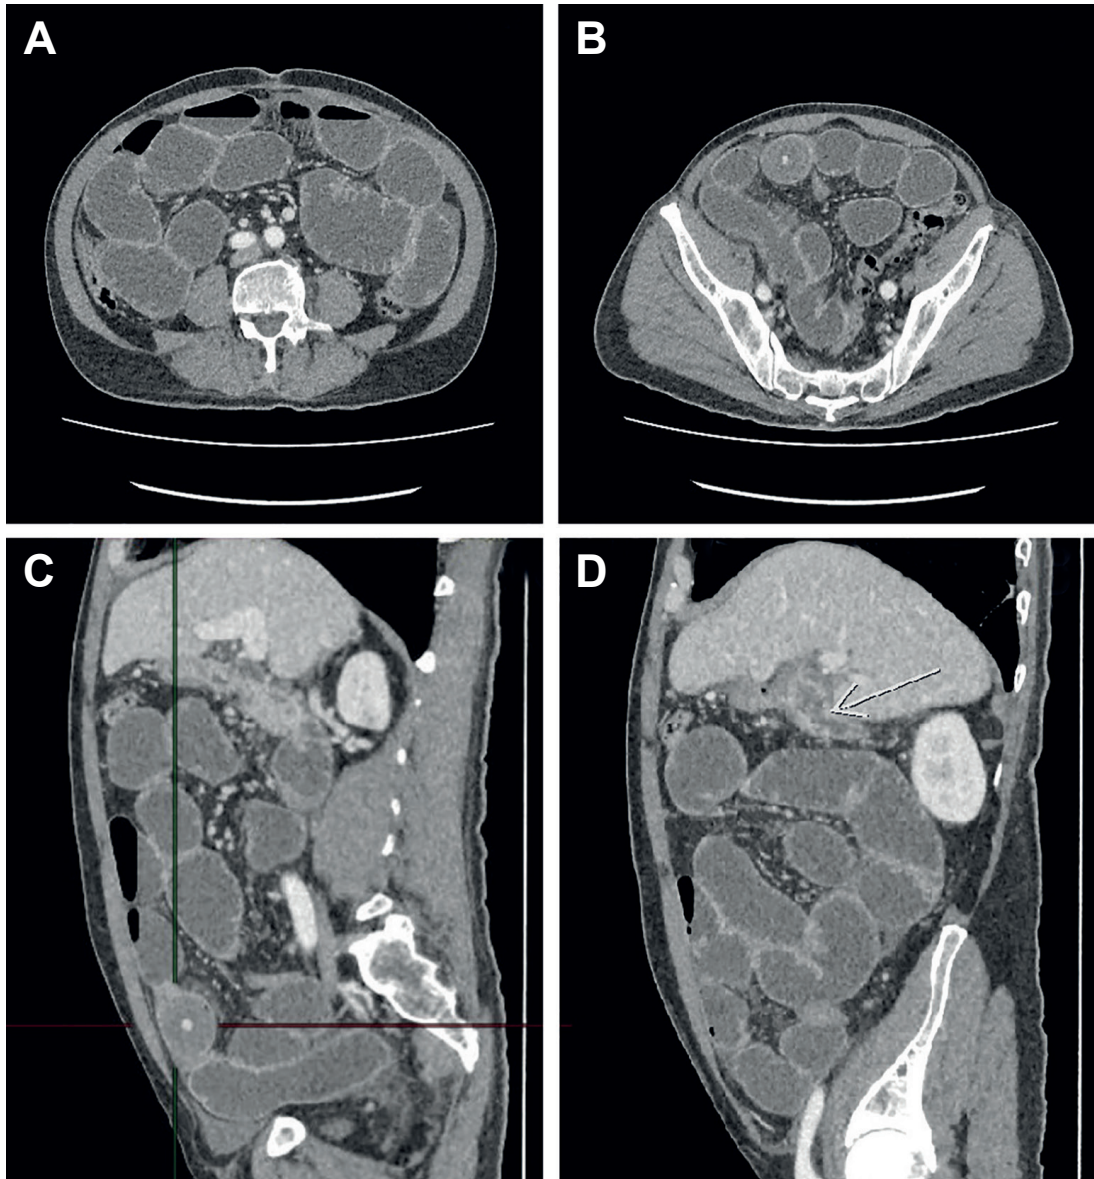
Imágenes de la tomografía computarizada de abdomen y pelvis. A. Dilatación difusa de asas intestinales delgadas de hasta 4,8 cm, sin signos de sufrimiento de asa ni neumoperitoneo. B. Zona de transición en el tercio distal del íleon; se aprecia imagen redondeada que corresponde al cálculo que ocluye la luz intestinal. C. Proyección lateral donde las líneas señalan la ubicación del cálculo que ocluye el íleon. D. Vesícula biliar escasamente distendida, con engrosamiento difuso y realce de sus paredes, con burbujas gaseosas en su interior; la flecha blanca muestra una comunicación de la vesícula con la segunda porción del duodeno y un aparente trayecto fistuloso hacia el margen anterior con colección subfrénica laminar. Asociado se observa aumento en la densidad y estricción de la grasa pericolecística. Fuente: Elaboración propia de las autoras.
